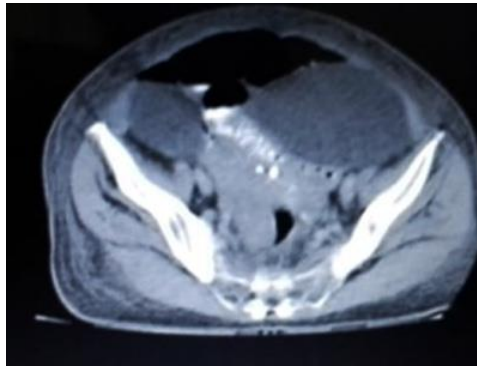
TAC contrastado de abdomen.
